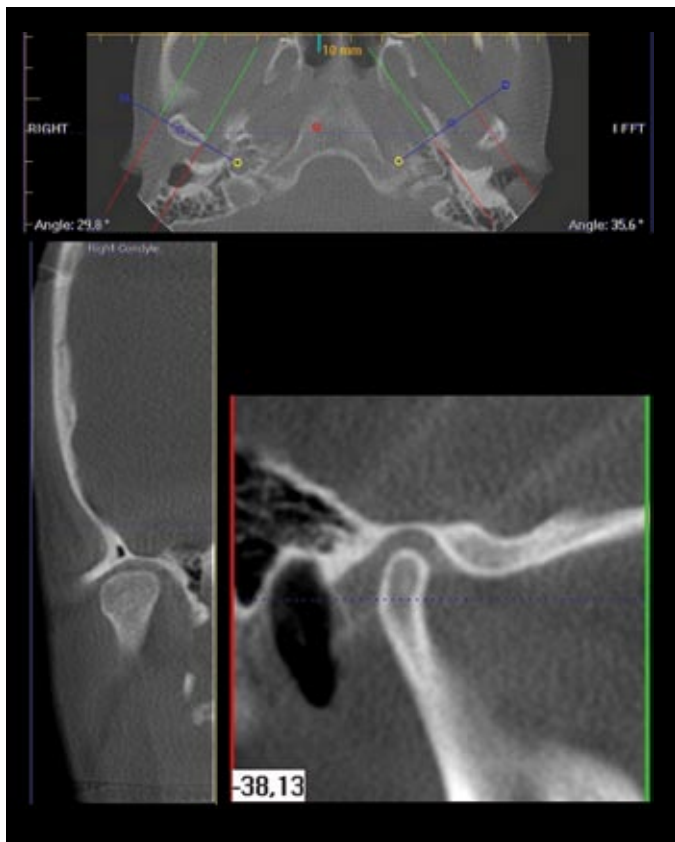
Imágenes axial (arriba), sagital (abajo, dcha.) y coronal (abajo, izq.) CBCT de ATM.
